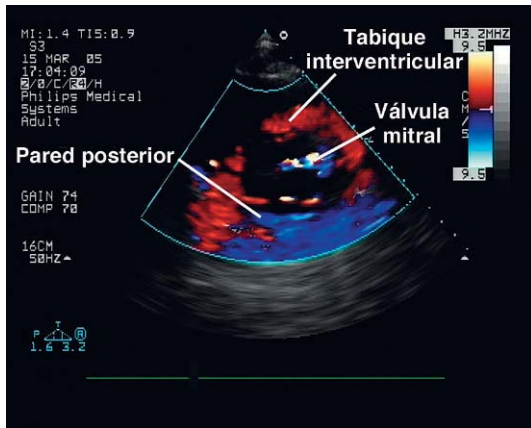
Imagen tisular de Doppler longitudinal de una sección transversal del ventrículo izquierdo del corazón.
